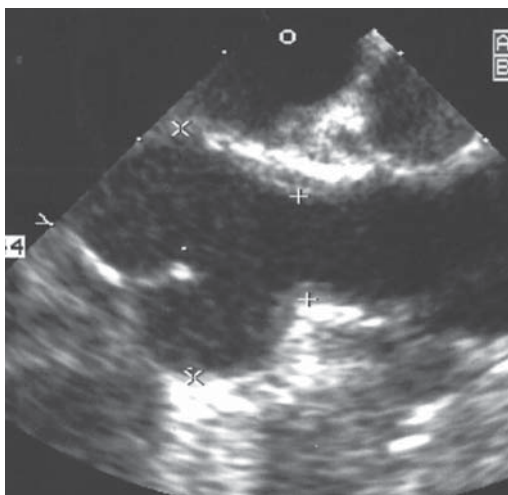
Эхокардиограмма больного с НСА
